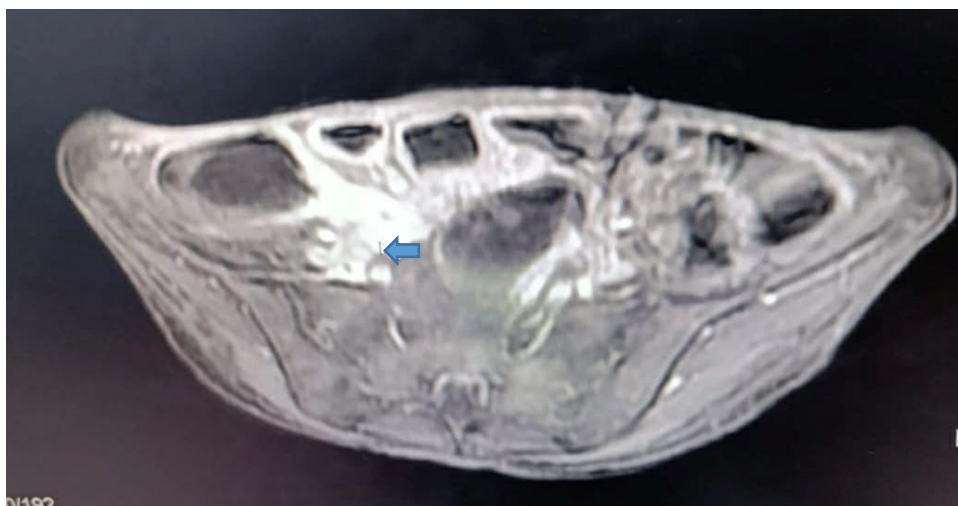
Entéro-IRM abdomino-pelvienne en coupe axiale, réalisée chez une patiente de notre série, montrant un épaissement pariétal circonférentiel non sténosant de DAI (en flèche).
